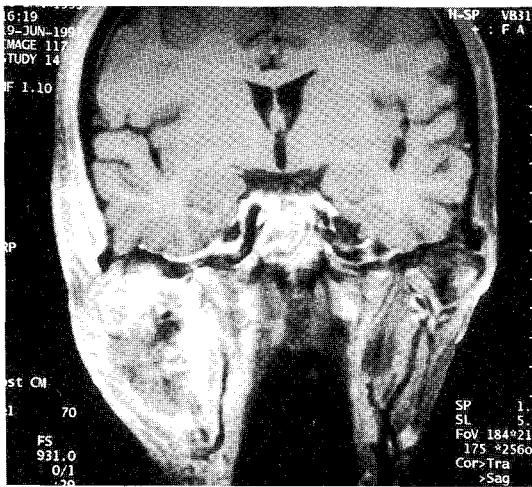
MR image showing heterogeneous low-signal, large destructive lesion at right mandibular condyle area.
